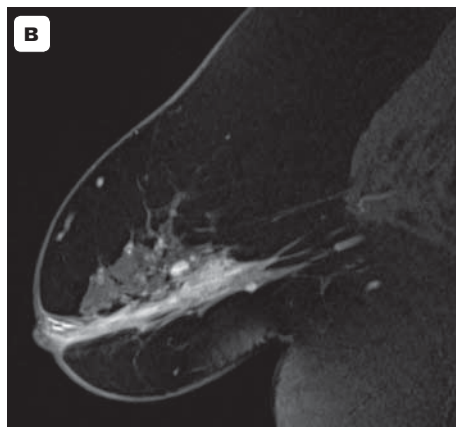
MR-image of the inflammatory infiltrate in the left breast in the form of a diffuse contrast zone with small cystic areas, forming abscesses. (a, b before treatment). Lymphadenopathy on the left. BI-RADS 5, Node-RADS 4. MRI control in 3 months dynamics – reduction of the contrast zone and the formation of cystic cavities. б, г – after treatment. BI-RADS 4, Node-RADS 4.
